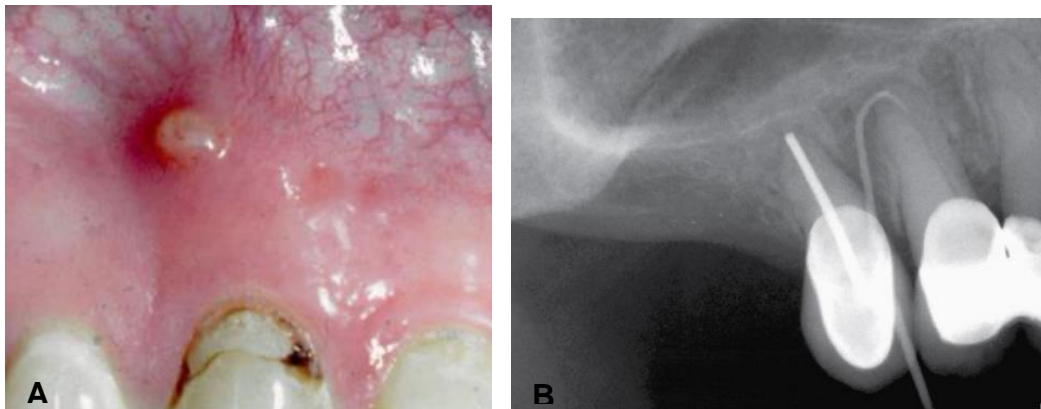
A) Salida de tracto sinusal (estoma)<sup>17</sup>. B) Toma de radiografía de un tracto sinusal con gutapercha<sup>2</sup>.
